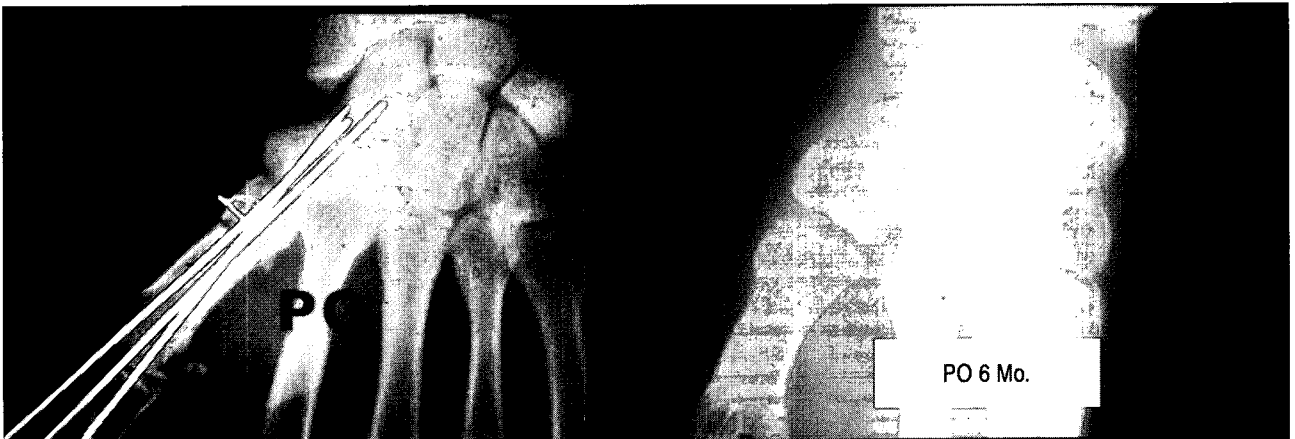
Thumb ligamentoplasty and corrective osteotomy was done (PO). Radiograph of the thumb TMC joints at 6 months.
